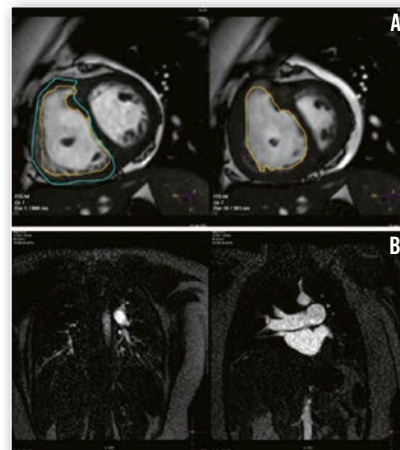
Cardio-RM en HP. A: delineación de los bordes endocárdicos y epicárdicos en diástole (izquierda) y sístole (derecha) en el eje corto. B: secuencia de perfusión pulmonar de primer paso en un corte coronal
